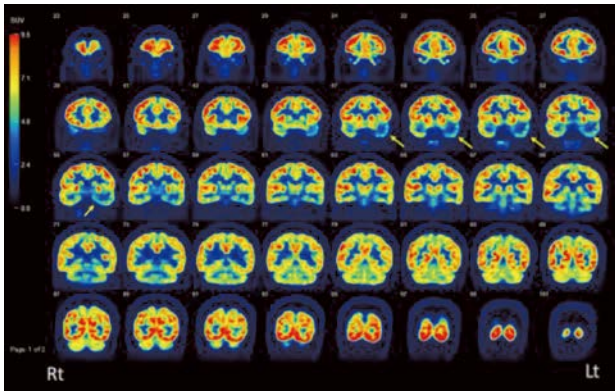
Coronal scans of ¹⁸F-FDG-PET displayed hypometabolism in the left temporal lobe.
